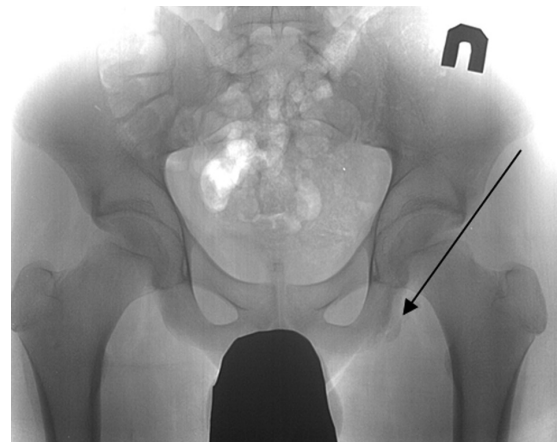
Рентгенограмма таза.
